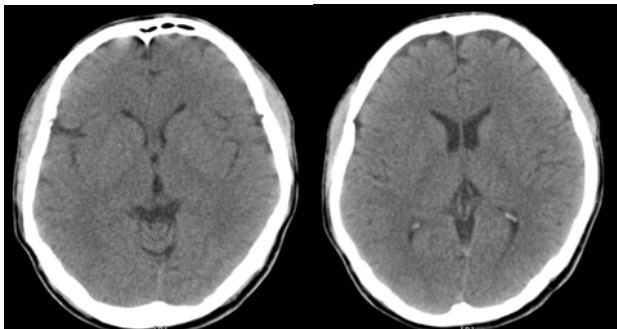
On fourth day after admission, low densities suggesting air disappeared at brain CT.
